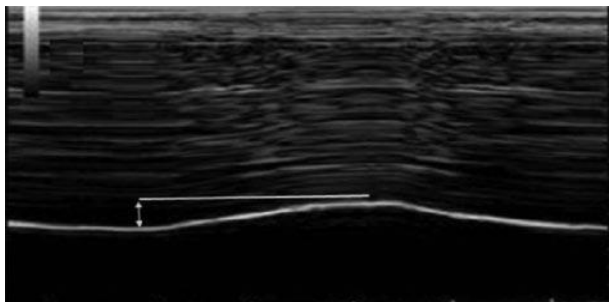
Ecografía diafragma en modo M Las flechas indican el comienzo y el fin de la contracción del diafragma. <sup>1</sup>
